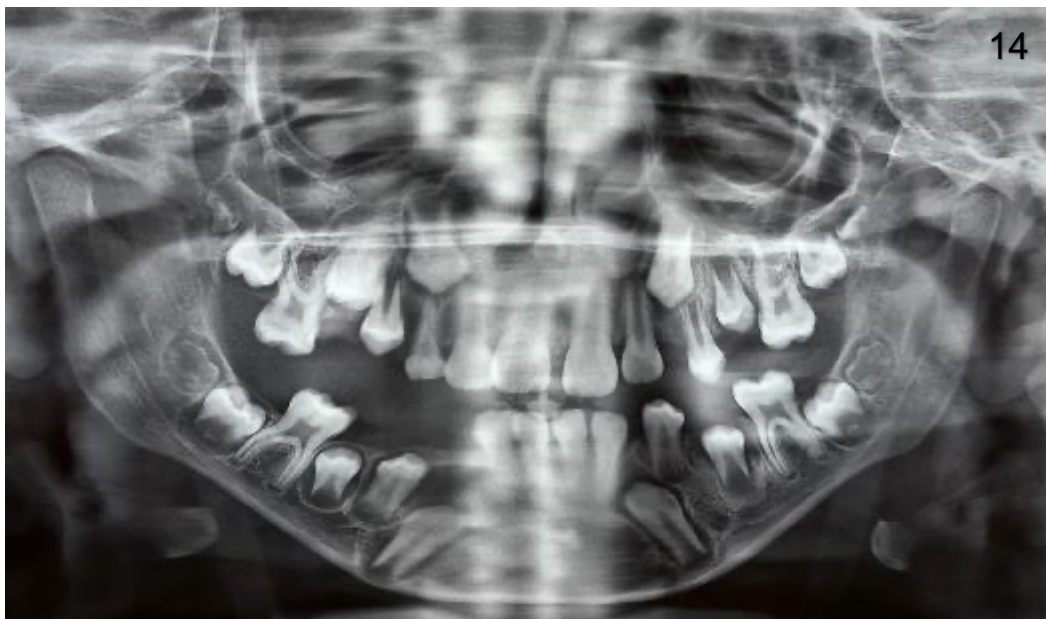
Radiografia panorâmica de controle para avaliação pós-operatória.
